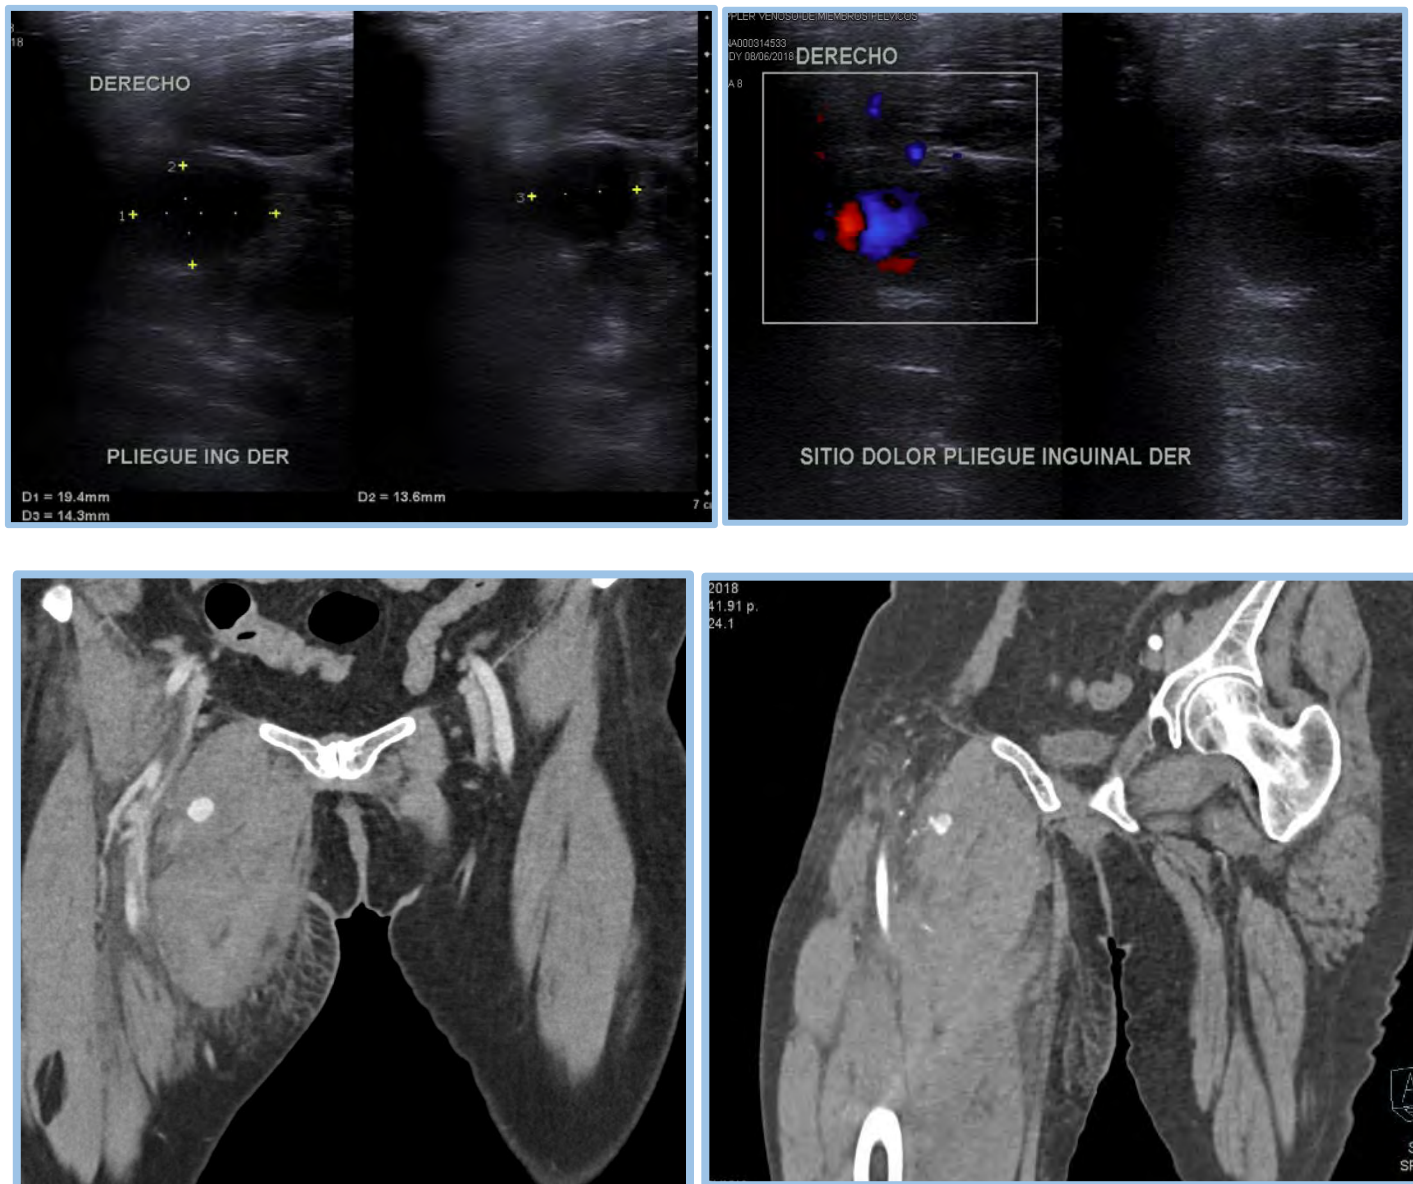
Femenina de 64 años que acude al servicio de urgencias posterior a punción femoral. Antecedente de anticoagulación previa. En ultrasonido modo B se observa imagen anecoica adyacente al hematoma previamente diagnosticado. A la colocación de Doppler Color muestra el clásico signo del “Ying Yang”. Se realizó angiotomografía para mayor valoración en el cual confirma la presencia de pseudoaneurisma localizado en la arteria circunfleja interna derecha asociado infiltración hemática del musculo pectíneo y aumento de volumen de los tejidos blandos
